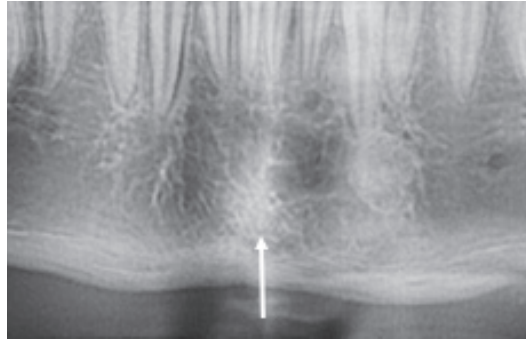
Radiographie de la symphyse mentonnière
